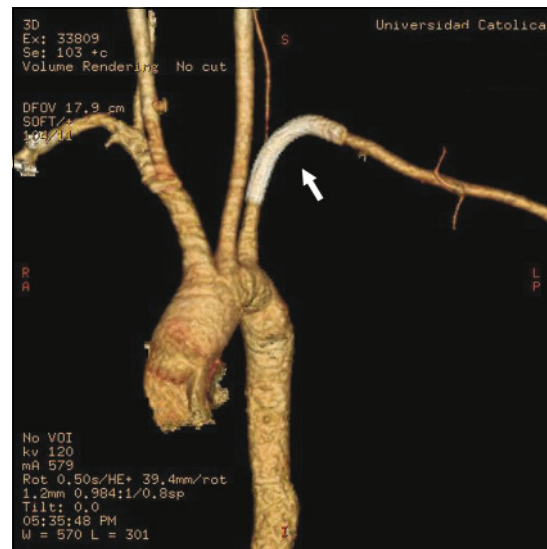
Angio Tomografía Computada de vasos del cuello. Se aprecia *stent* Viabahn en arteria subclavia izquierda (flecha).
